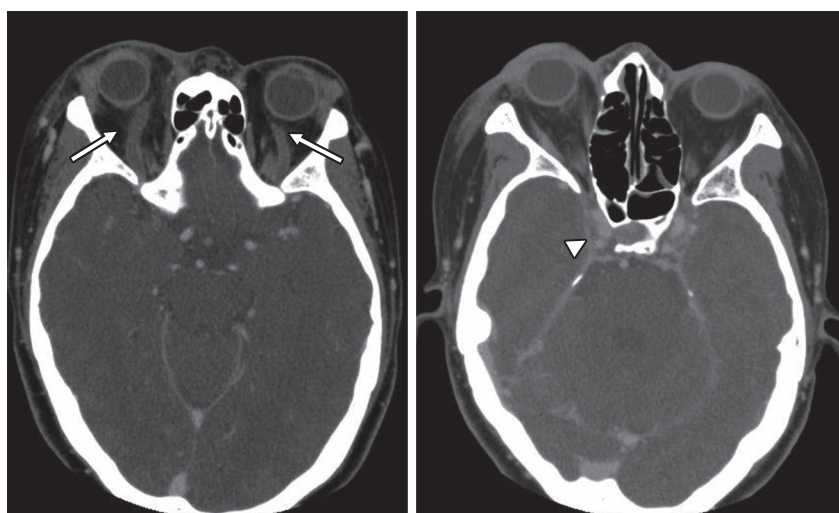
Contrast-enhanced CT findings on presentation.
